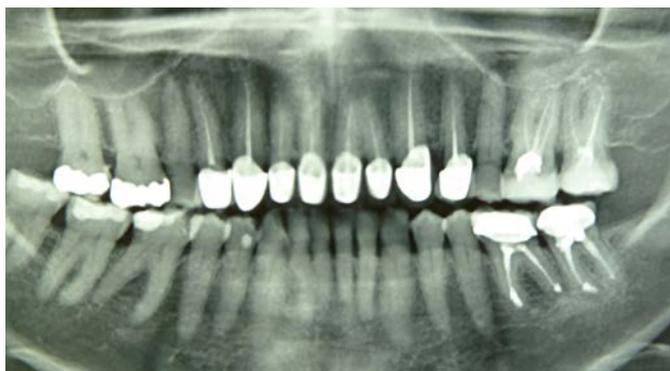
Ортопантомограмма пациентки С. до лечения
